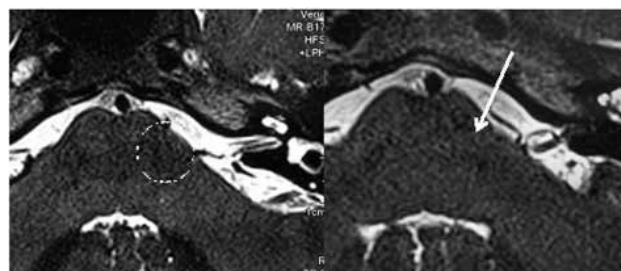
МРТ T1., аксиальный срез, стрелкой указана зона нейроваскулярного конфликта у места выхода корешка левого преддверно-улиткового нерва
